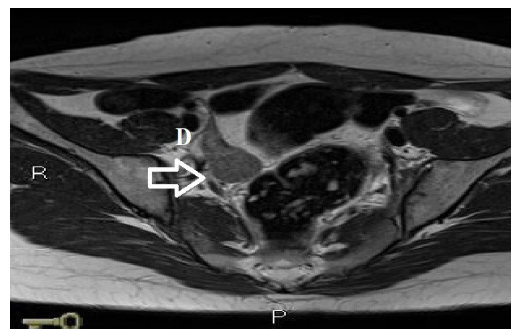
Resonancia magnética que señala gónada derecha
